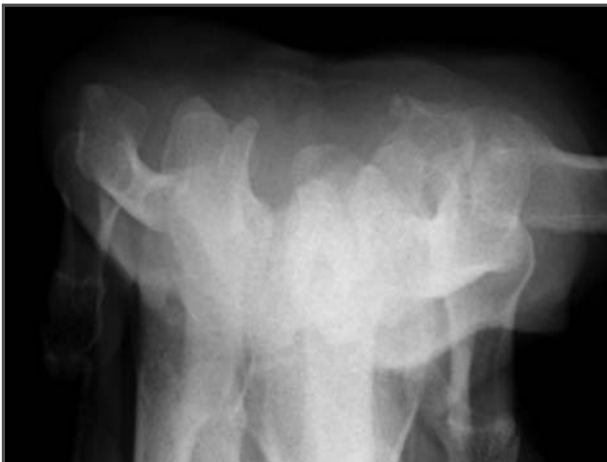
Radiografía en proyección de túnel del carpo tras siete semanas de evolución.
